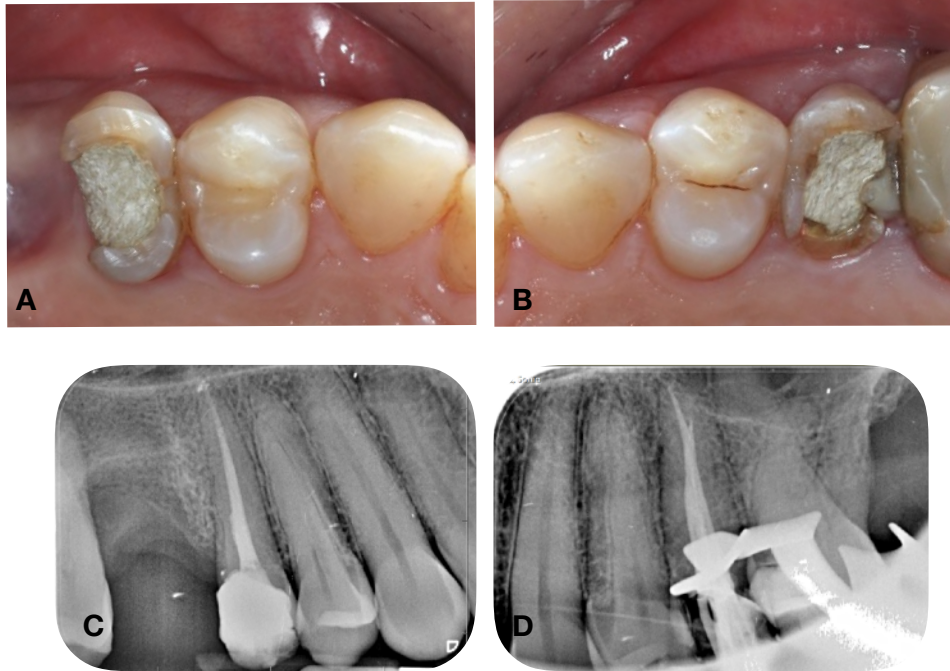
Fotografía intraoral y radiografías periapicales A-C 1.5 y B-D 2.5*
